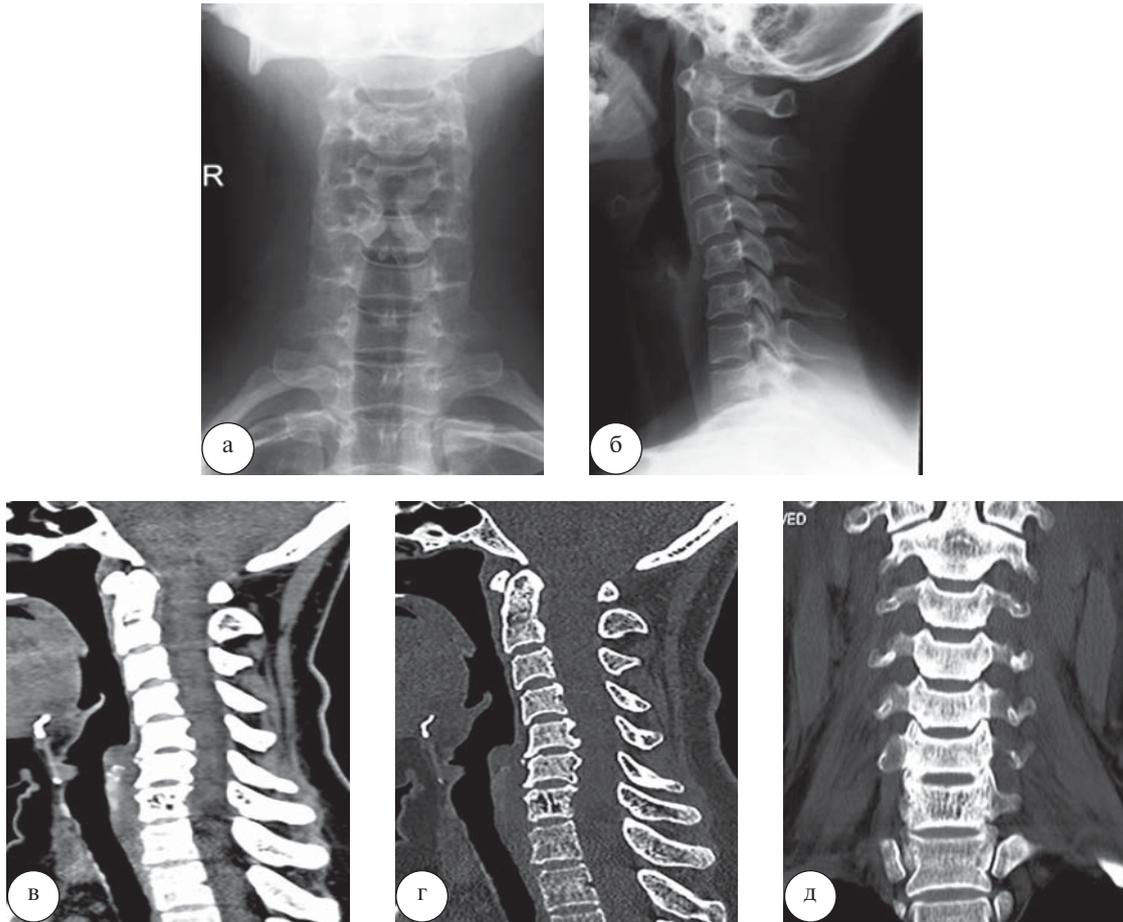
Пациентка К., 56 лет. Рентгенограммы шейного отдела позвоночника: а – прямая, б – боковая проекции. Определяются умеренные проявления остеохондроза шейного отдела позвоночника, остеоартроза унковертебральных сочленений. На КТ в сагиттальной (в, г) и корональной (д) плоскостях определяется остеохондроз шейного отдела позвоночника, протрузий межпозвонковых дисков С2–3, С3–4, С4–5, экструзии межпозвонковых дисков С5–6, С6–7, спондилоартроз, гемангиома тела позвонка С7
